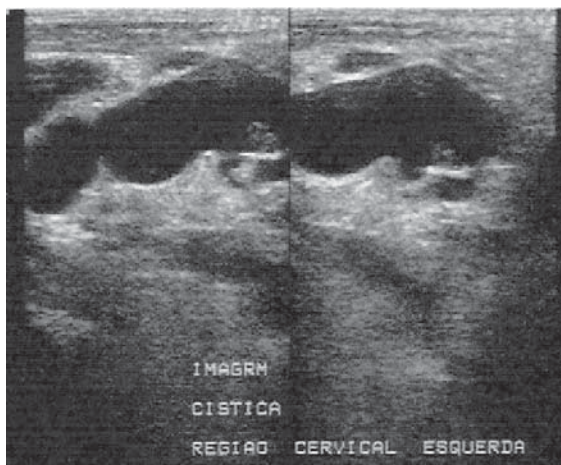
Eco-doppler mostrando coleção com contornos irregulares, posterior aos vasos cervicais à esquerda
